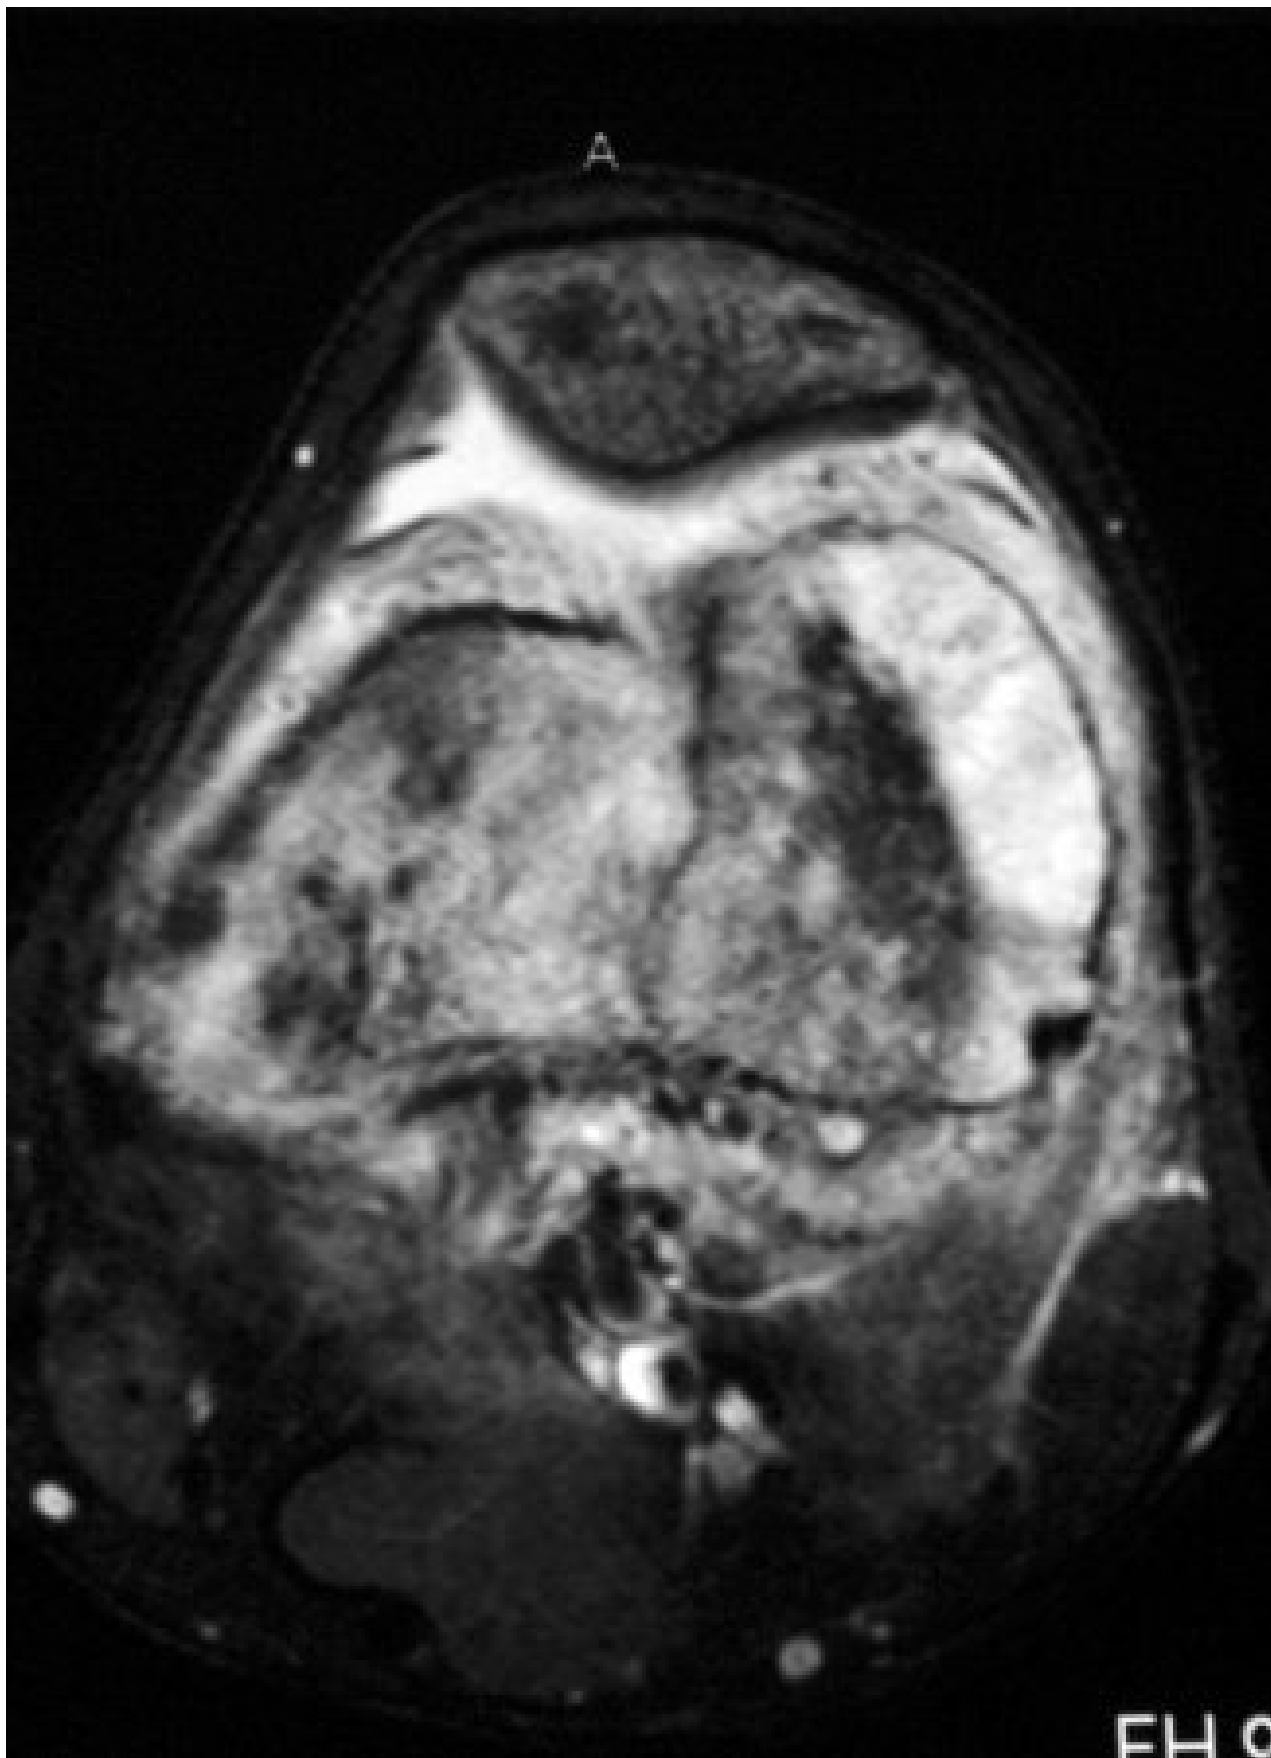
Ressonância nuclear magnética (RNM), incidência axial; osteossarcoma do fêmur distal mostrando sinal de alta intensidade; imagem ponderada em T2
